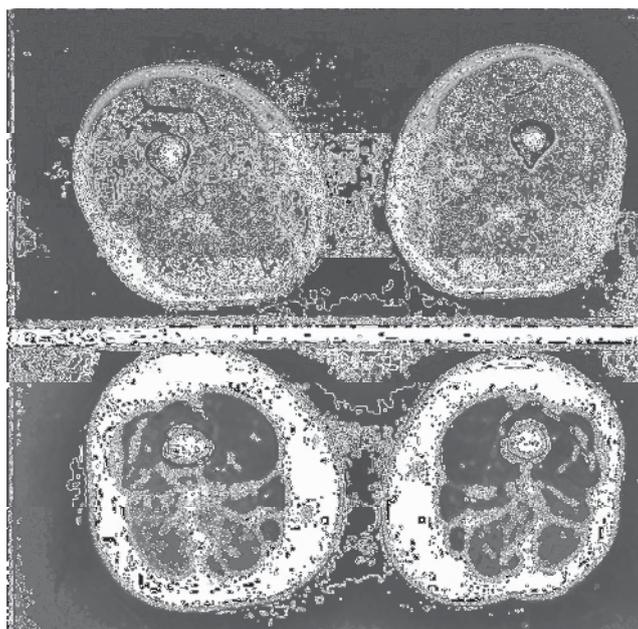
Ressonância magnética da coxa de um adulto de 21 anos, fisicamente ativo (acima) e de um idoso de 63 anos, sedentário (abaixo). A massa muscular (cinza) está diminuída no idoso; a gordura (branco) subcutânea e intramuscular está aumentada. Adaptada de Roubenoff (2000).
